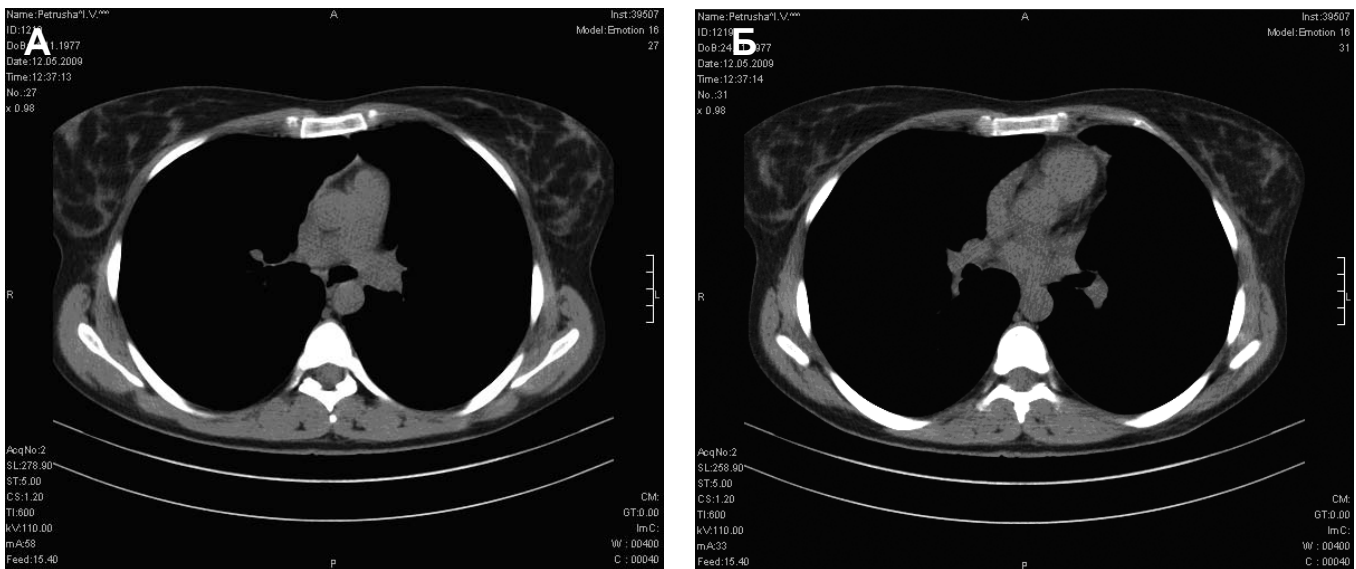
(А, Б) Компьютерные томограммы с контрастированием (май 2009 г.) после лечения: полная ремиссия
